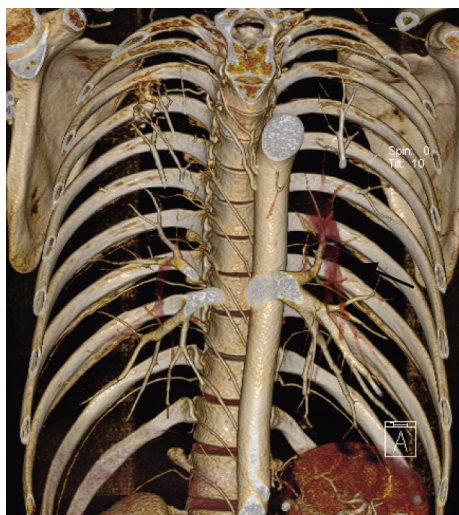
胸部 CTA 三维重建显示右侧第 4 肋间动脉明显增粗 (黑箭头)
